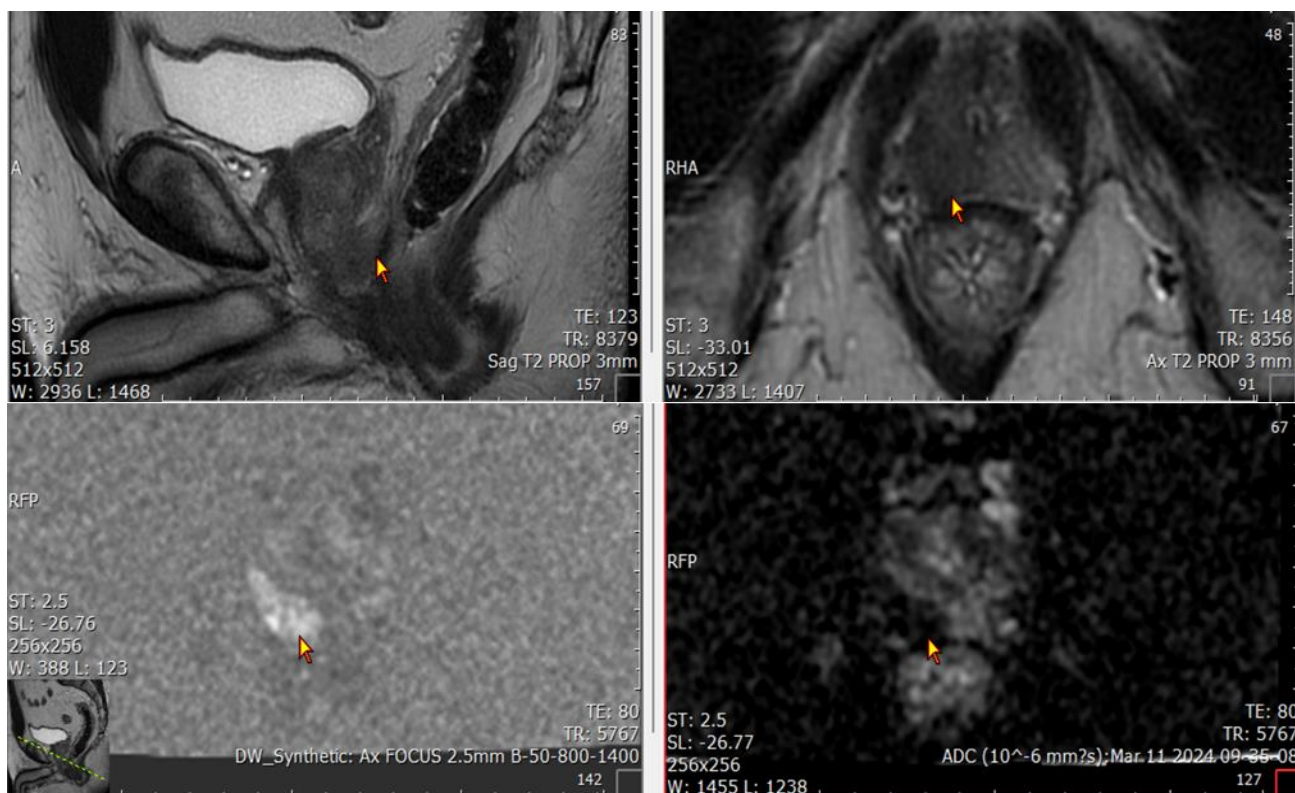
Протокол МРТ: состояние после биопсии предстательной железы, участок в Pzpm-Pzpl правой доли по классификации Pi-RADS v2.1 – соответствует 5 баллам
